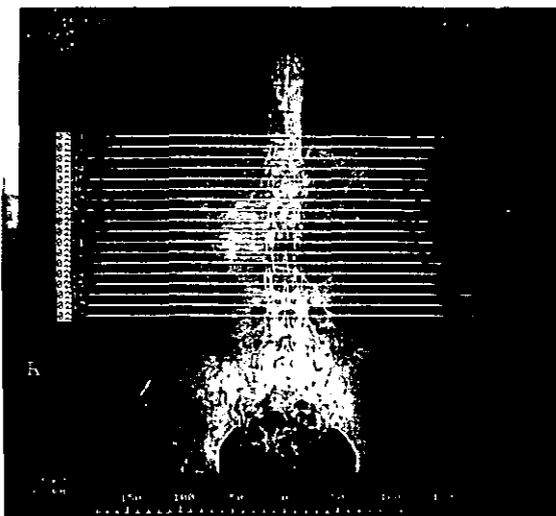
TAC panorámica.
